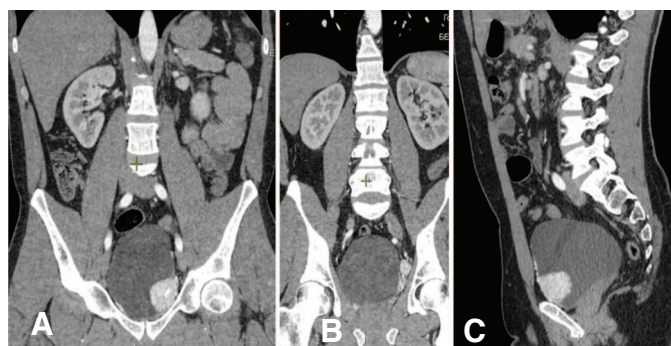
МСКТ брюшной полости, малого таза. а - Фронтальный срез. б - Фронтальный срез. Паравезикальное образование. с - Саггитальный срез
